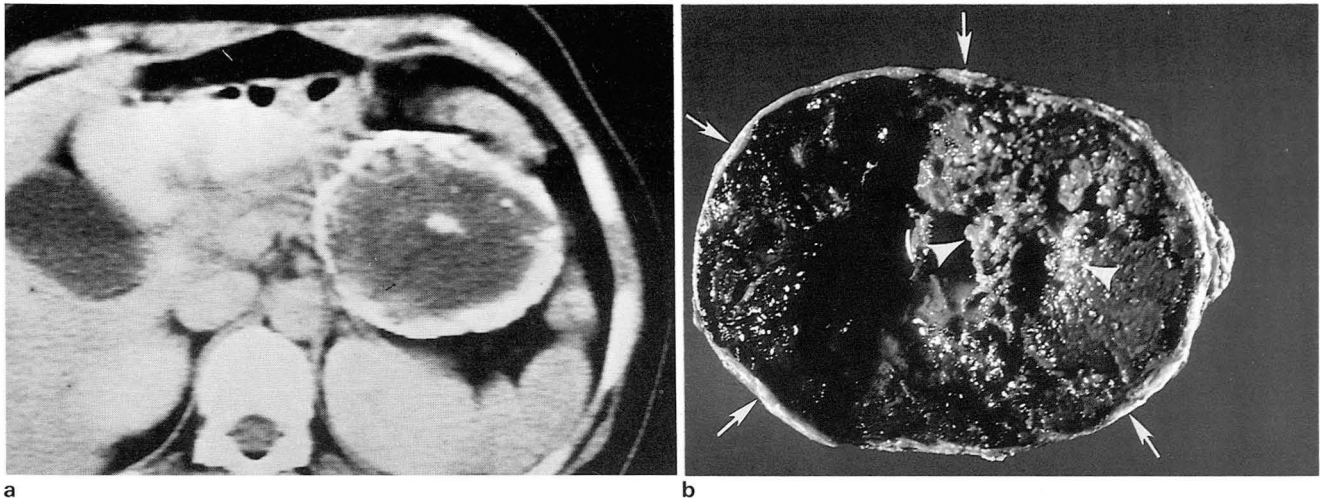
a. CT shows a 10x7cm sized well defined mass of heterogeneous attenuation at the tail of the pancreas. Note marginal and central calcification.
